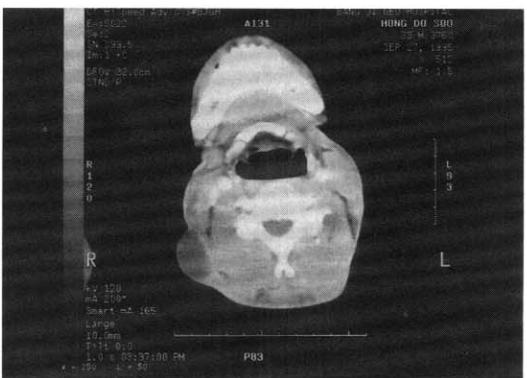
Neck CT scan shows well defined, ovoid cystic mass on the right posterolateral portion of neck. The mass size is 2.0×3.2cm.
